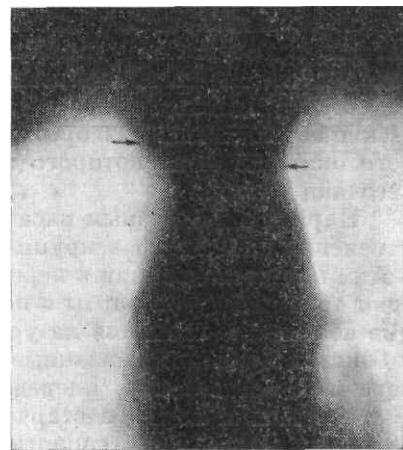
Фрагмент томограммы средостения. Плечеголовые стволы помечены стрелками.
